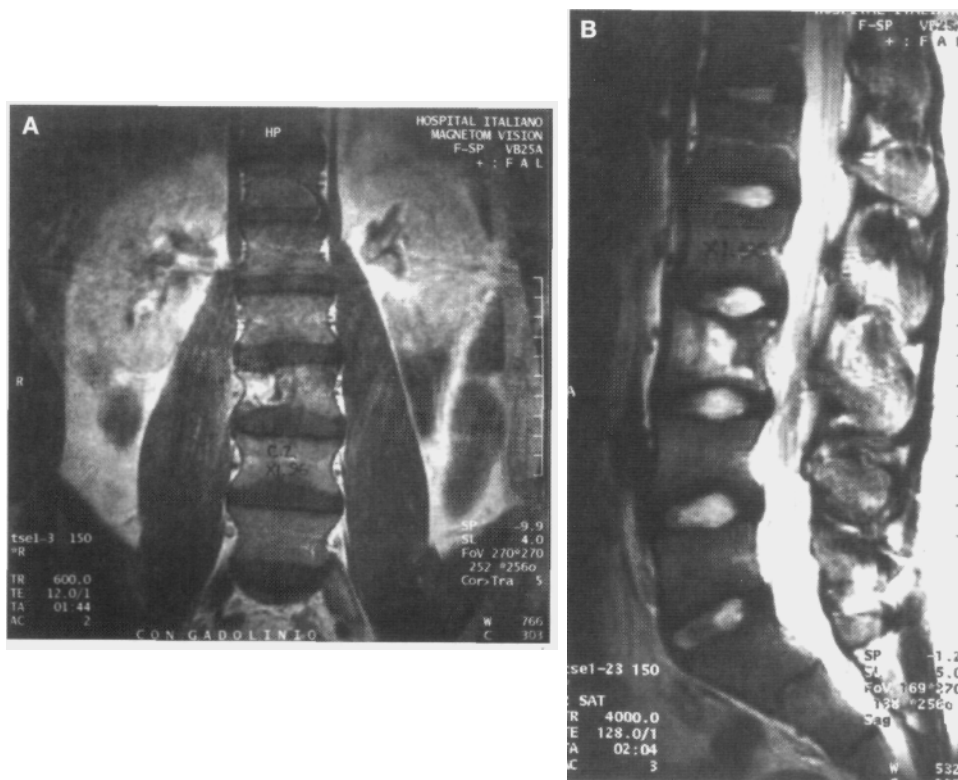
Resonancia magnética nuclear de columna lumbosacra al finalizar el cuarto ciclo de quimioterapia en corte frontal (A) y corte sagital (B). Se observa alteración en la intensidad de señal en la lesión y marcada disminución de su tamaño.
